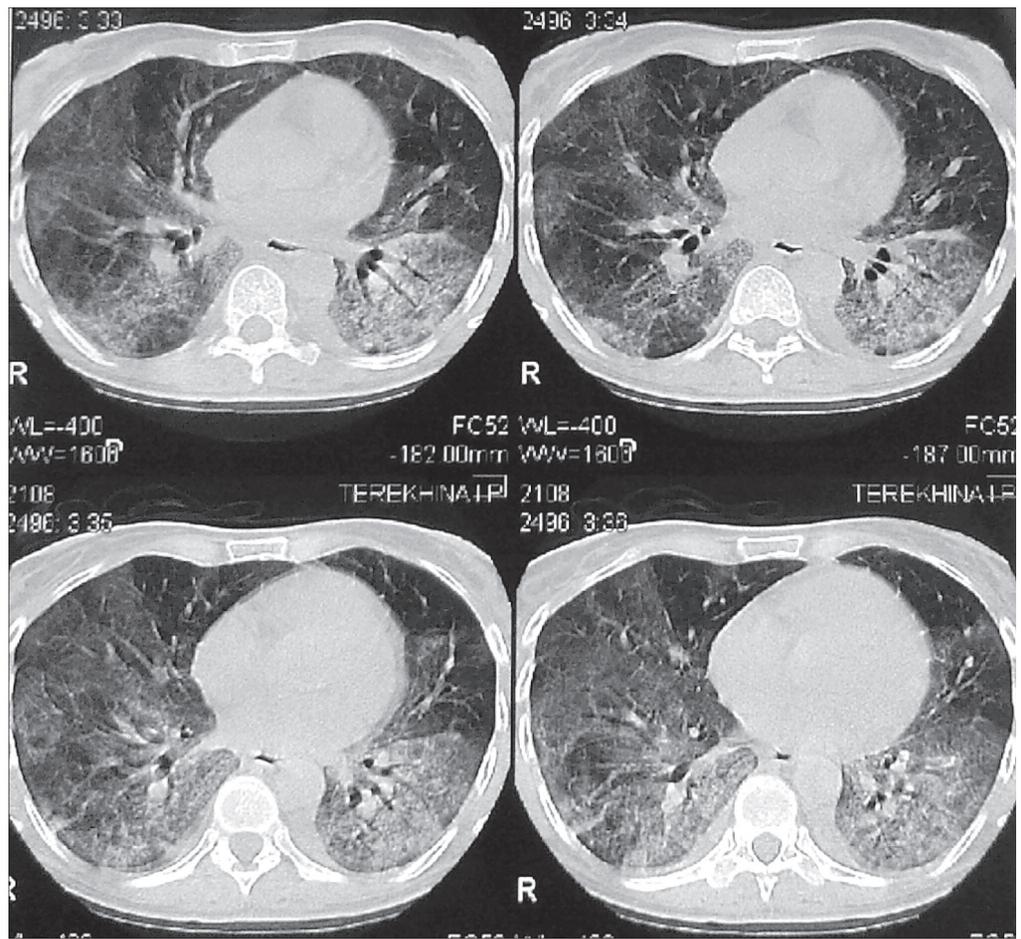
Компьютерная томограмма легких больной 19 лет. Стафилококковый трикуспидальный ИЭ, острое течение. Множественные полости деструкции легких.
